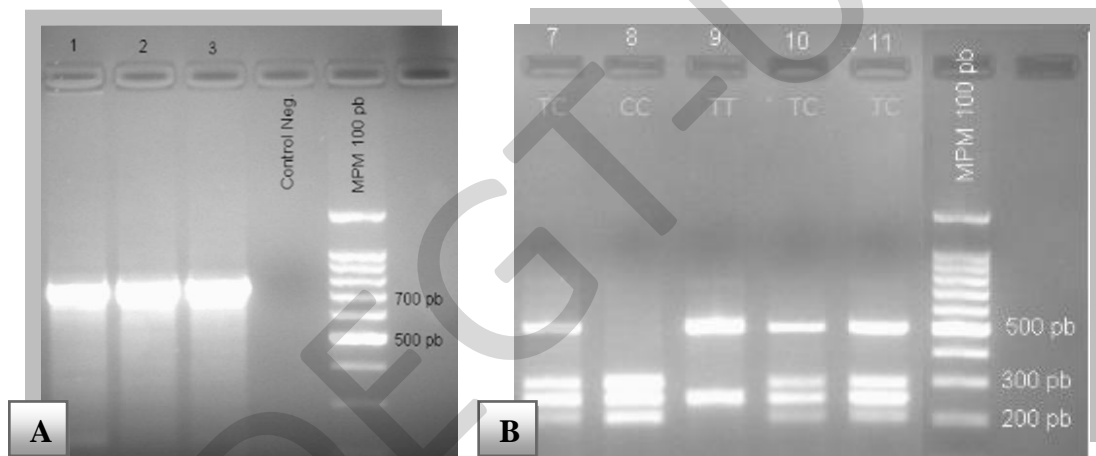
Polimorfismo de la variante VDR-352, con la enzima de restricción Taq^qI. A: amplificación por PCR 745pb. B: Genotipo TT 2 bandas 494 y 251pb, TC 4 bandas 494, 293, 251, 201pb, CC 3 bandas 293, 251, 201pb.
